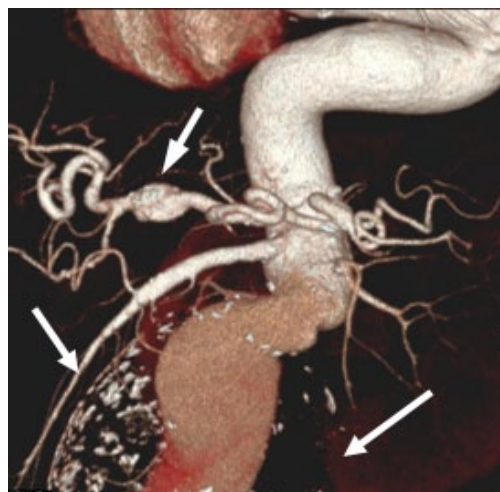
МСКТ. Трехмерная реконструкция. Аневризма печеночной артерии. Гигантская аневризма инфраренального отдела брюшной аорты.
